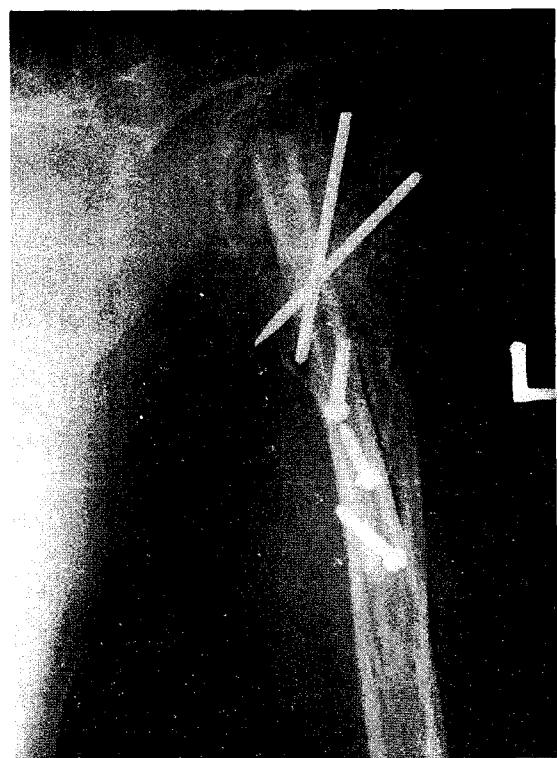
Postoperative radiograph after the curettage, iliac bone graft and vascularized fibular graft, 7cm length grafted fibula placed in the medullary canal of the humerus.
